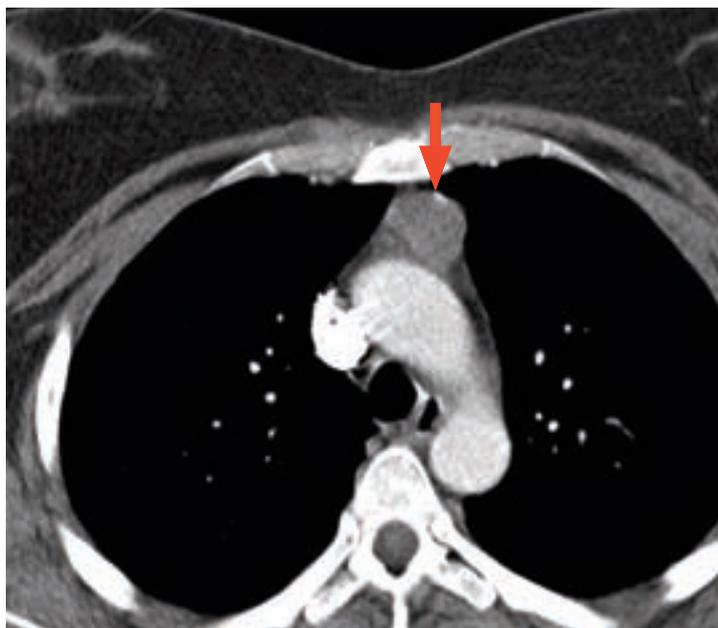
Kontrastmittel-CT des vorderen Mediastinums mit Raumforderung ausgehend vom Thymus.
